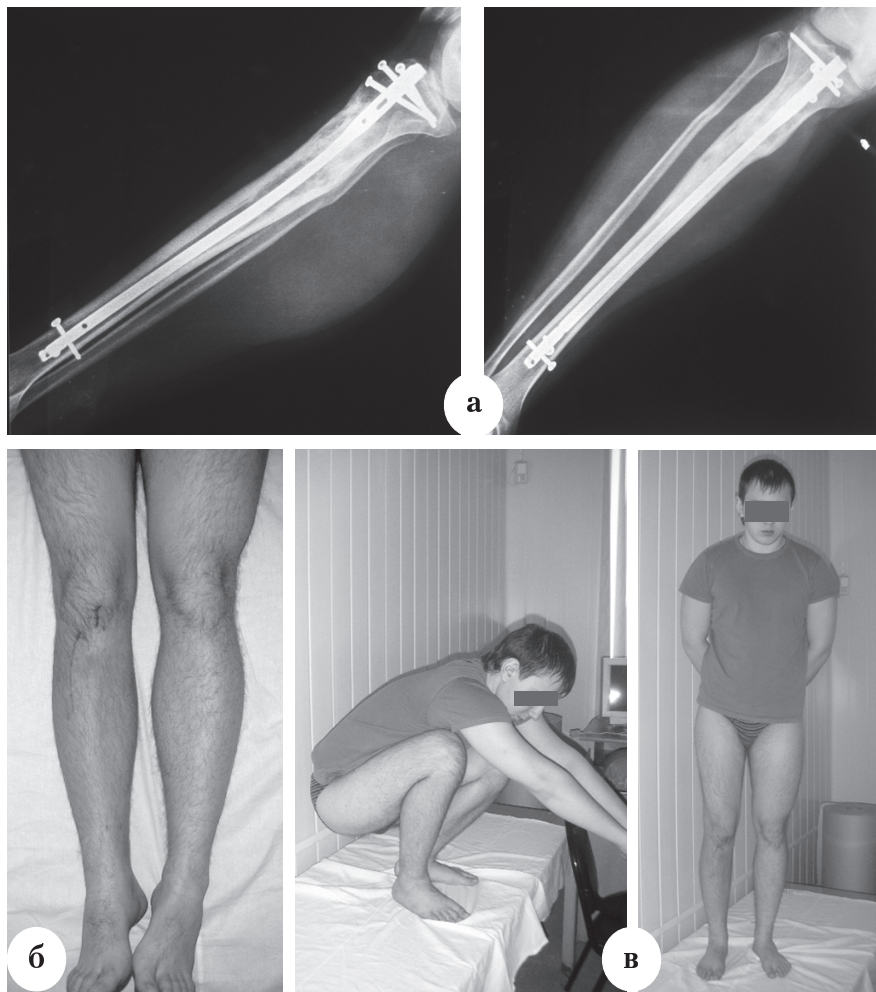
Результат оперативного лечения больного С., 18 лет, через 3,5 месяца после операции: а – консолидация большеберцовой и малоберцовой костей, перестройка костных трансплантатов на рентгенограммах правой голени; б – внешний вид послеоперационного рубца на правой голени; в – полное восстановление функции правой нижней конечности
